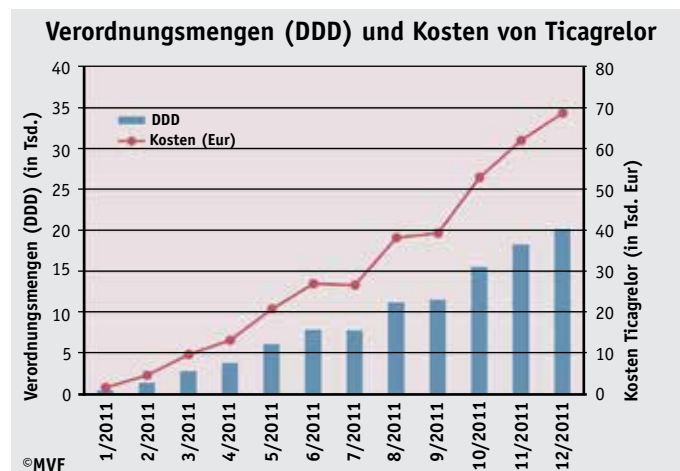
Verordnungsmengen (DDD) und Kosten von Ticagrelor (TK 2010-2011).
